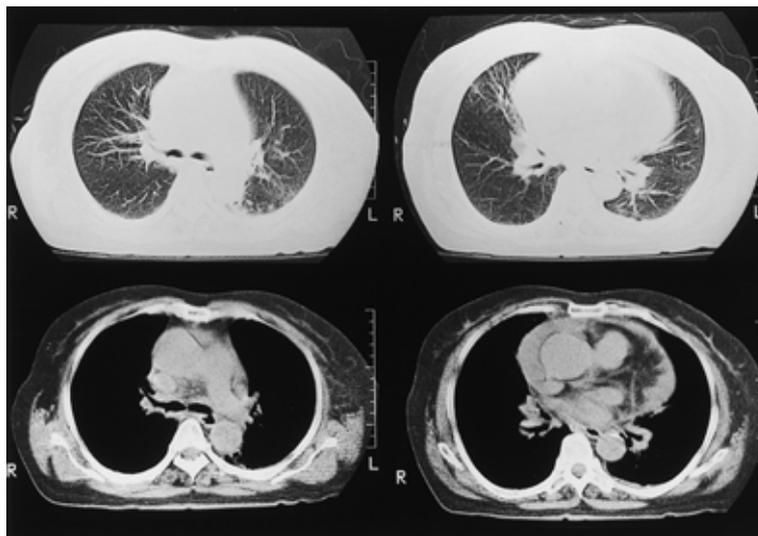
Chest CT film on 1 st admission shows only pericardial effusion without abnormality in the lung fields and mediastinal lymphadenopathy.
